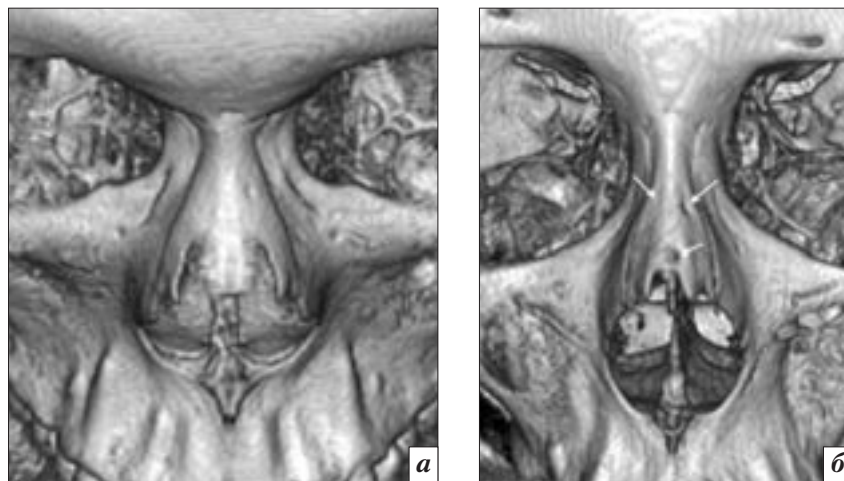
МСКТ, 3D-реконструкция, костный режим:
